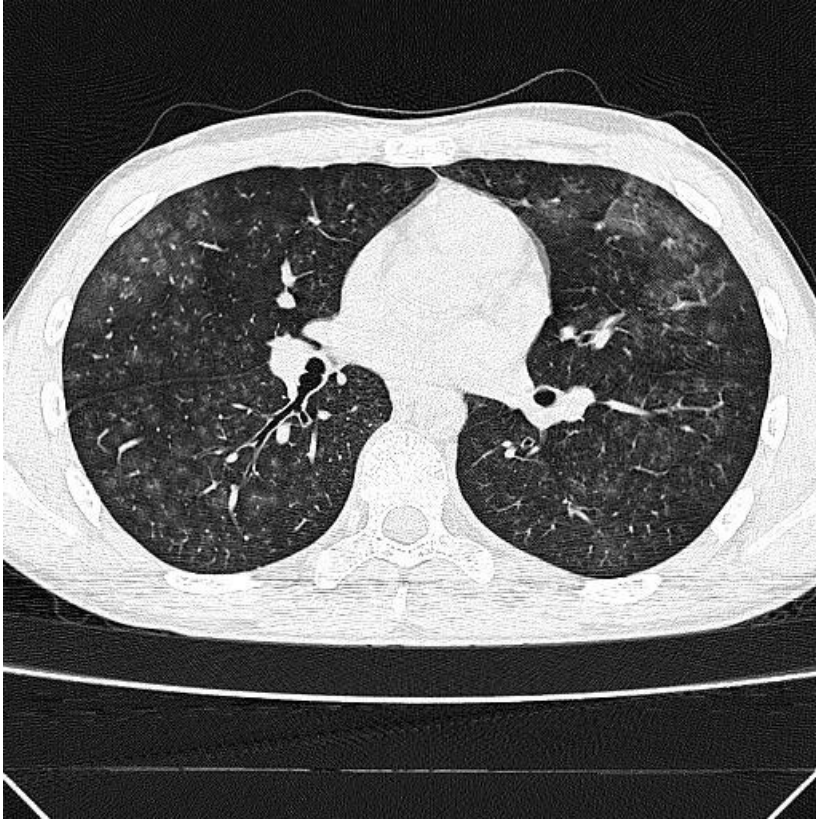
CT Lungenhämosiderose 1
